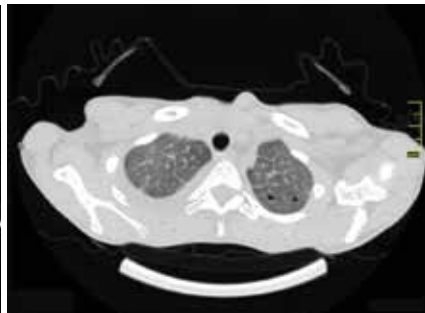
HRCT: тонкостінні кісти округлої форми в паренхімі верхньої частки лівої легені
